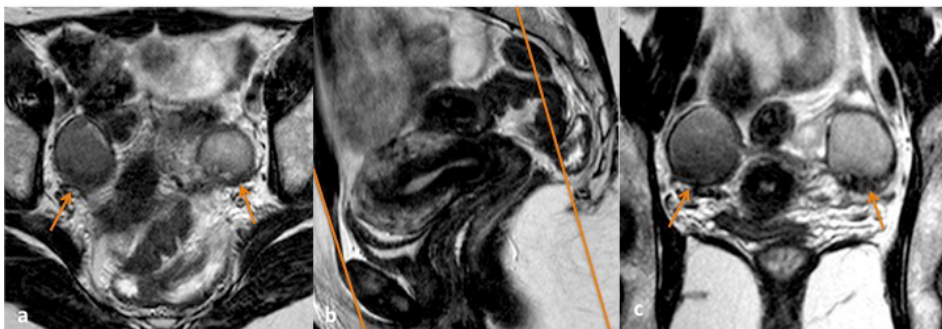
(a) Axial T2 de RM pélvica demonstrando em posição lateral ao útero duas lesões pélvicas em estudo. Neste exemplo, o estudo dirigido destas lesões deve ser feito num plano axial do corpo do útero. (b) Sagital T2 no qual é marcado o plano axial do corpo do útero, perpendicular ao maior eixo do corpo uterino (linhas). (c) Neste caso, o plano
